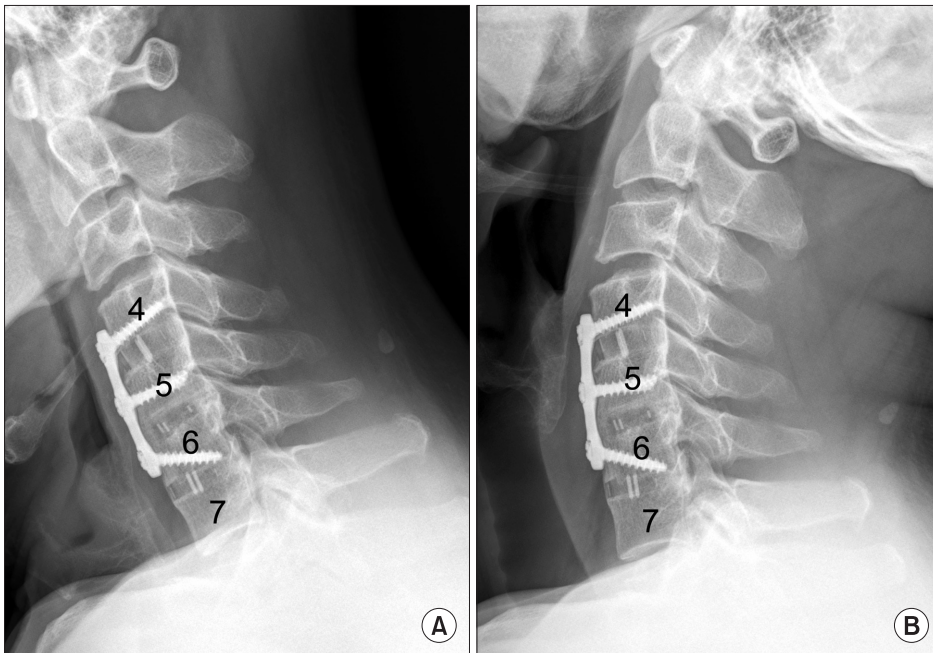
Lateral radiographs taken in flexion (A) and extension (B) at 12 months after the revision surgery show solid fusion of the 3 surgical levels with difference in interspinous distances of less than 1 mm at each level.
